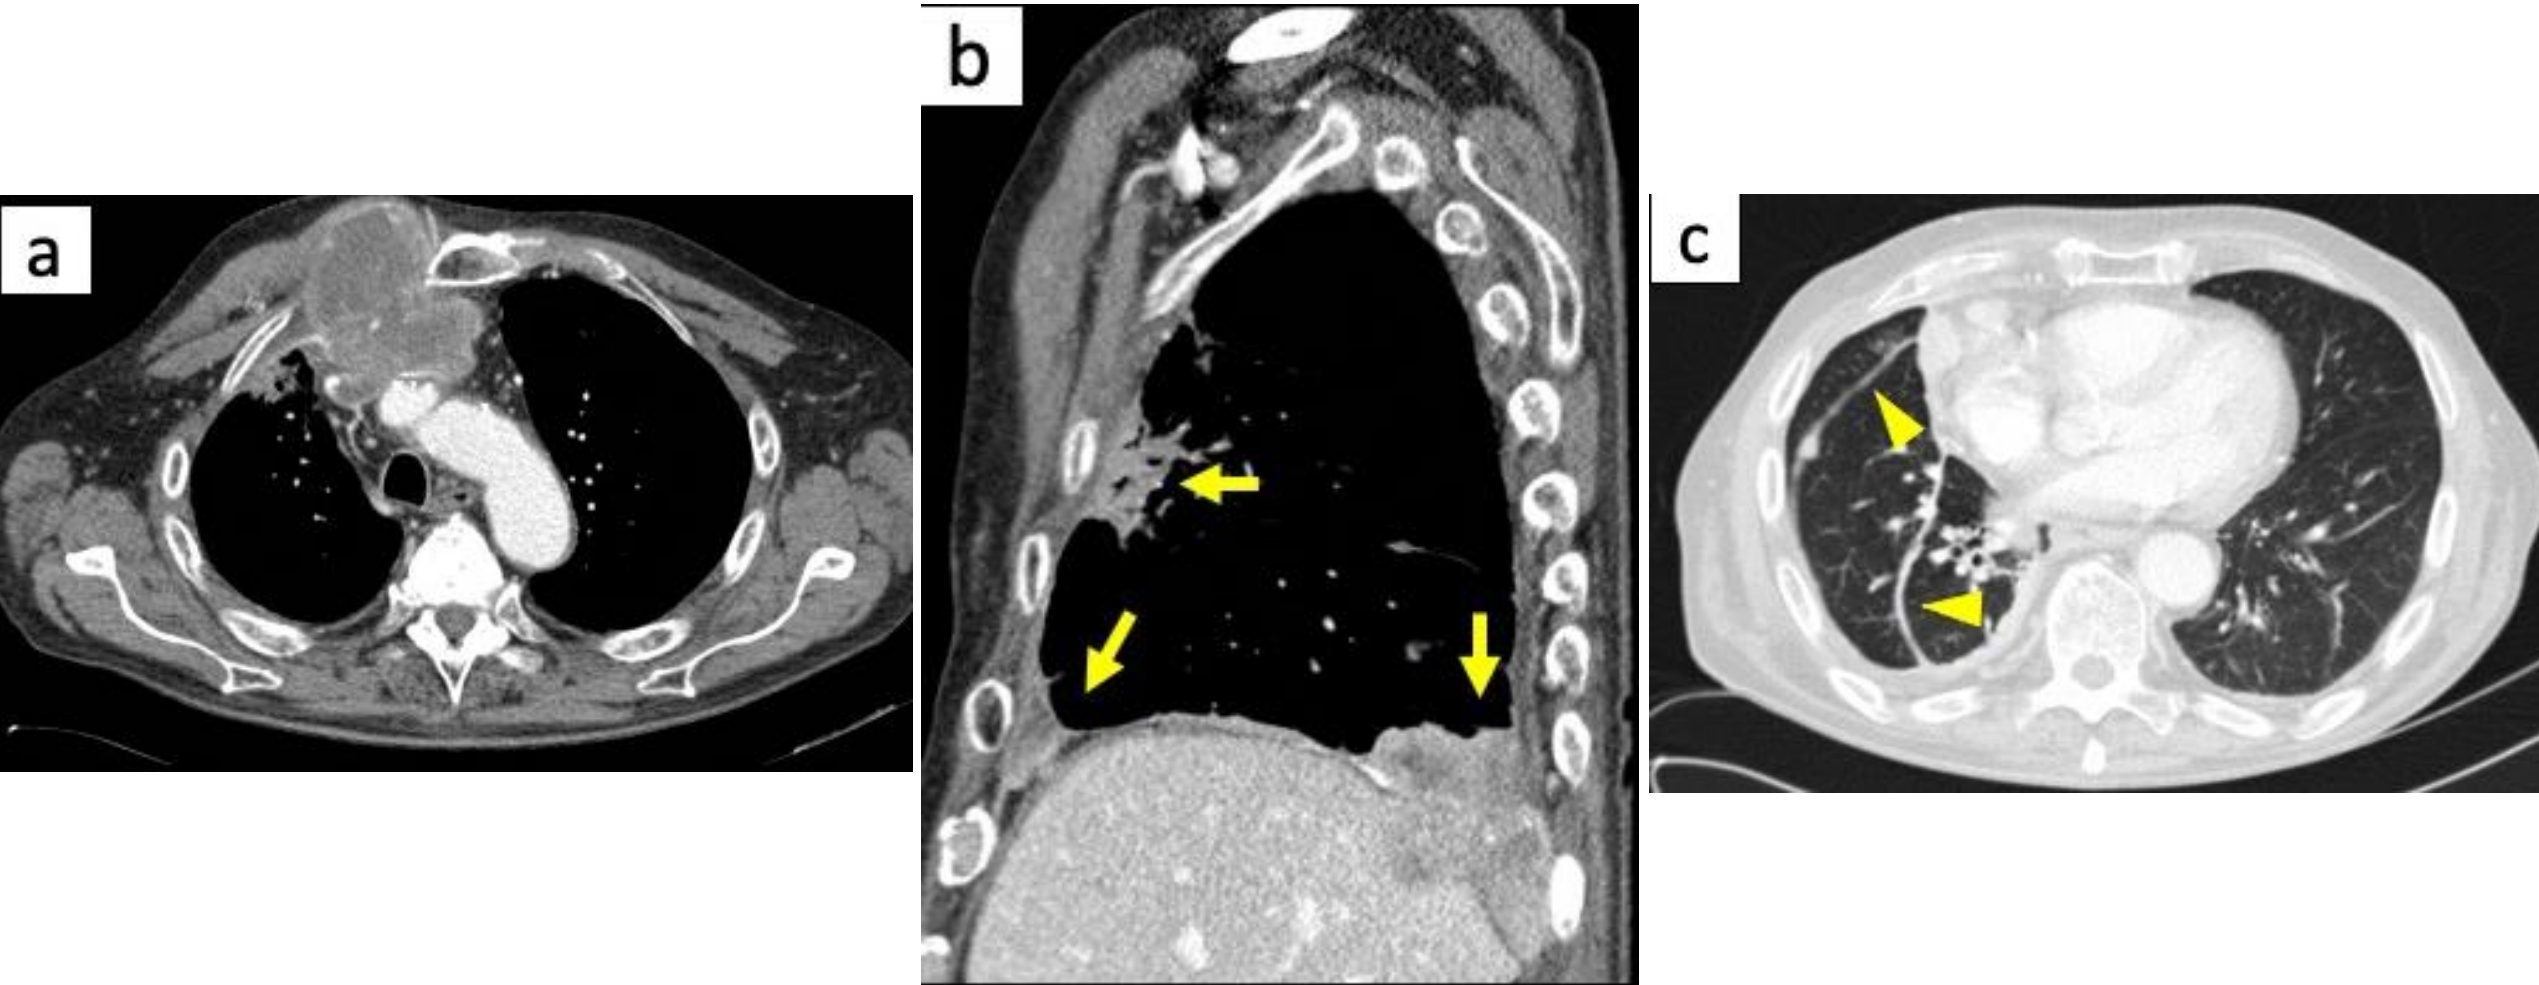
TC con CIV en ventana de mediastino (a-b) y pulmón (c) que muestra un carcinoma tímico (a) con extensa carcinomatosis pleural que afecta a la pleura basal y anterior derecha (flechas en b), así como afectación de las cisuras interlobares ipsilaterales (puntas de flecha en c).
